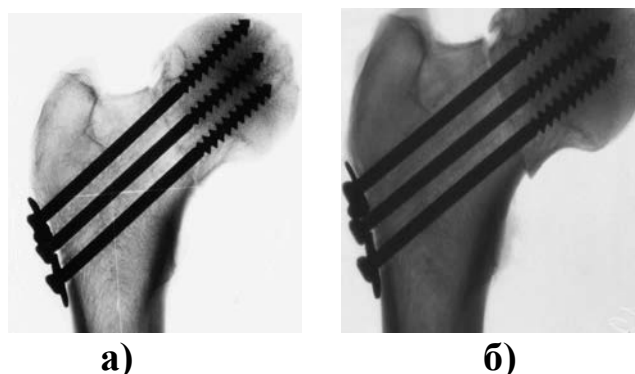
Рентгенограммы модели остеосинтеза ПШБК до испытания (а) и после испытания (б)
